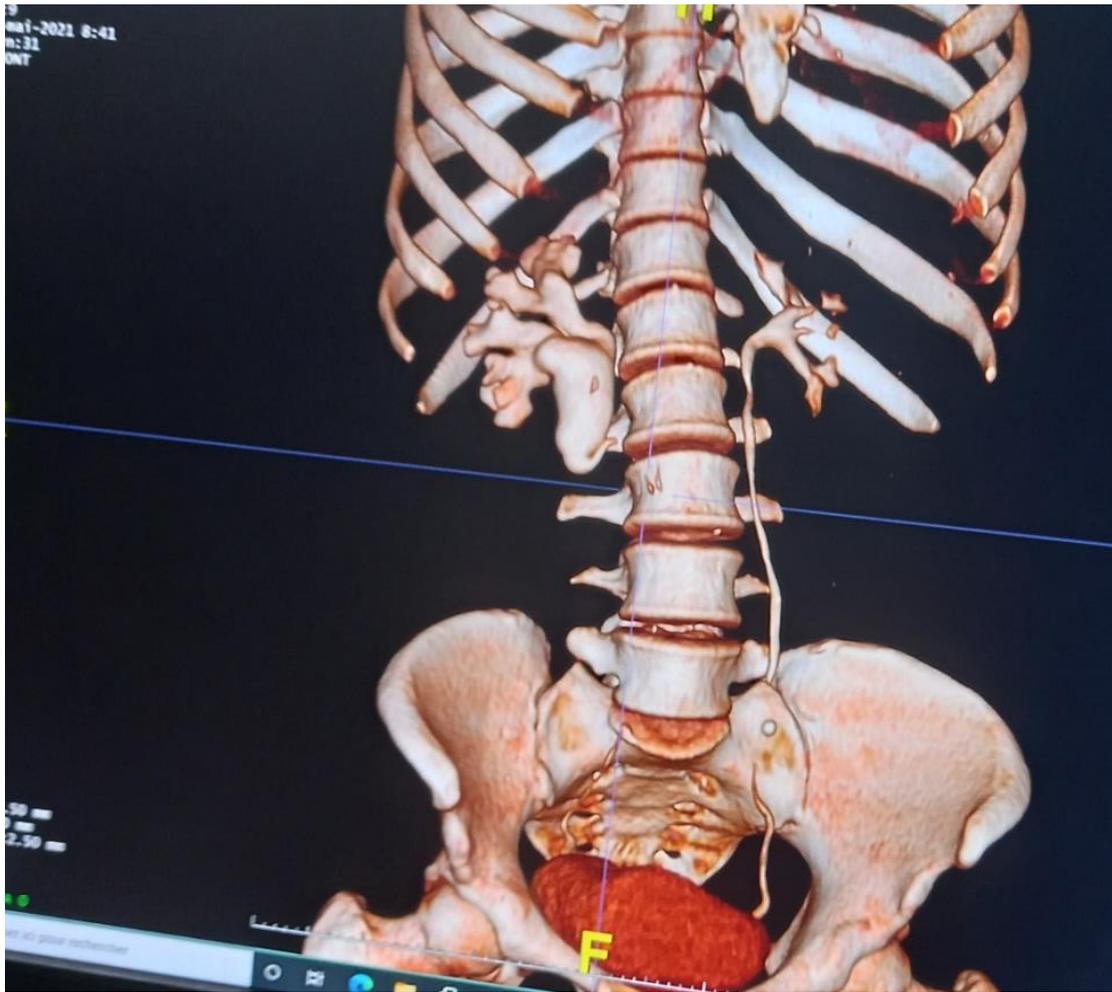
Uro-TDM avec reconstruction en 3D vue de face montrant l'image en J inversé en regard de la vertèbre L2 avec dilatation pyélo-calicielle d'amont
